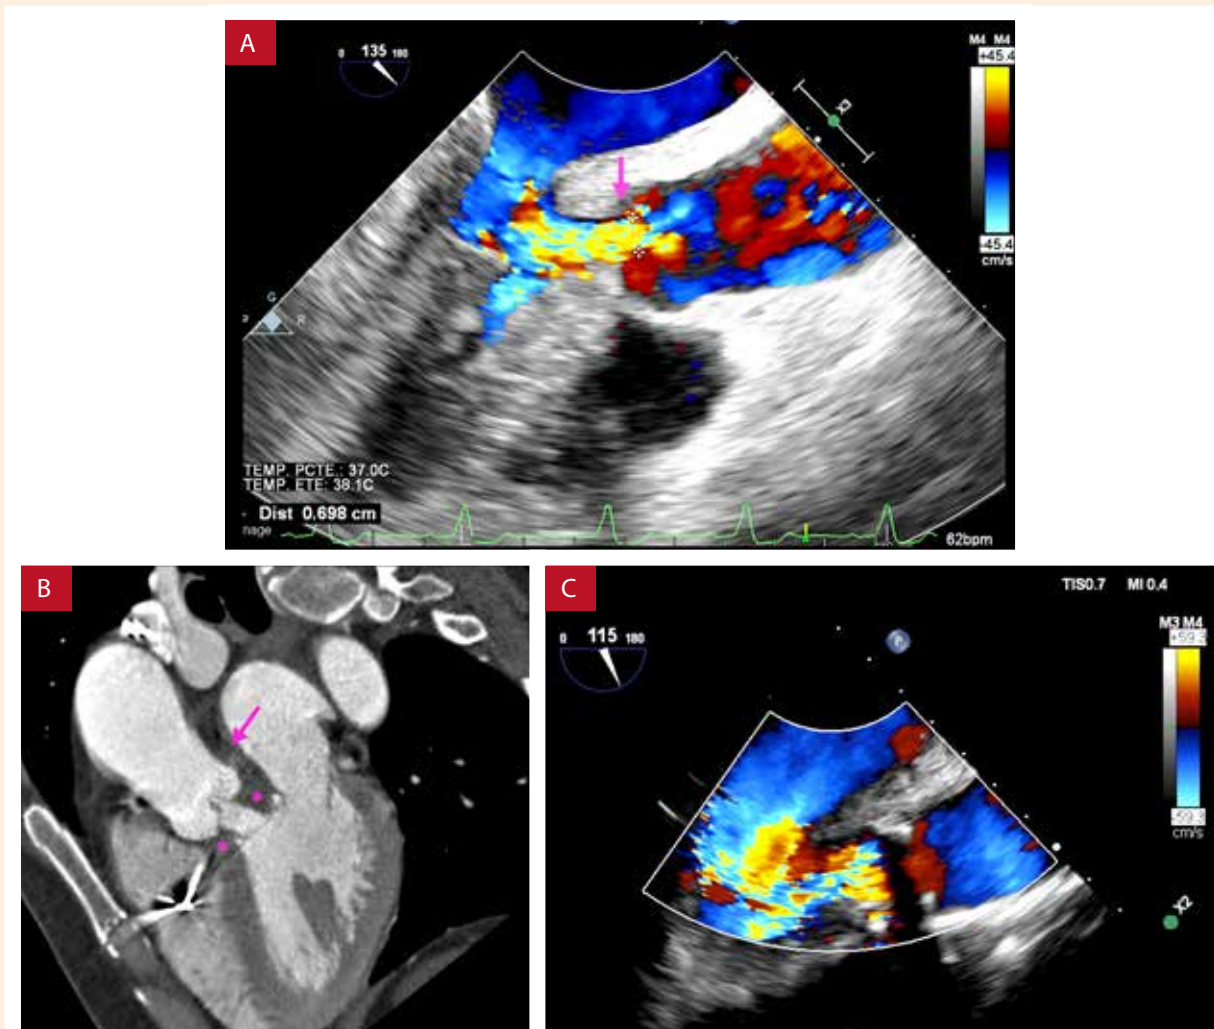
Hallazgos preoperatorios. A) Proyección de eje largo de ecocardiografía transesofágica que muestra regurgitación severa secundaria a movimiento restringido de las valvas derecha y no coronariana (flecha rosada). B) Tomografía computarizada mejorada que muestra tejido periaórtico grueso (flecha rosa) y membrana subaórtica (asteriscos). C) Primera ecocardiografía transesofágica posoperatoria que muestra regurgitación severa secundaria a un disco inmóvil.
